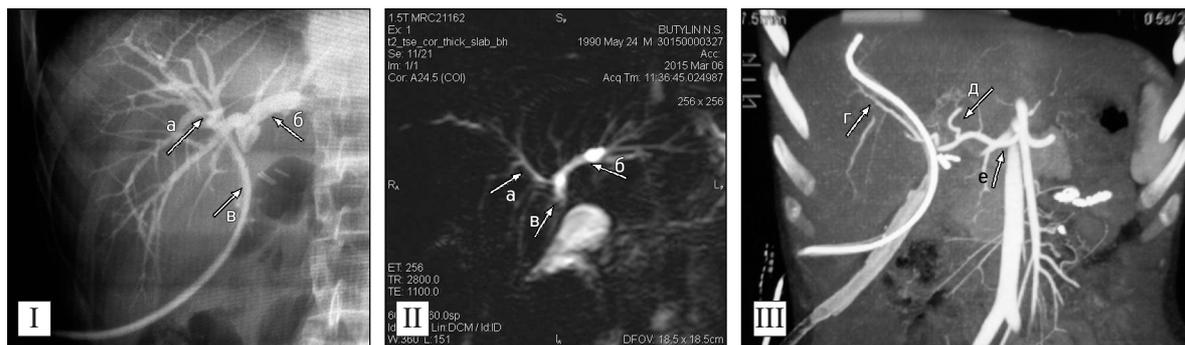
Состояние внутриспеченочных желчных протоков (I — чрездренажная фистулография и II — МРХПГ) и артериального кровоснабжения печени (III — КТ-живота в ангиорежиме) больного Б., 24 года.
